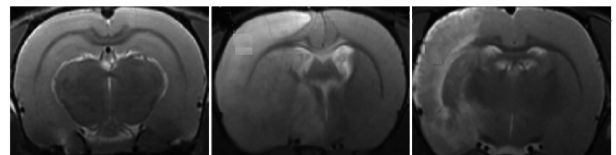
栝楼桂枝颗粒对大鼠脑梗死体积的影响 (MRI)
